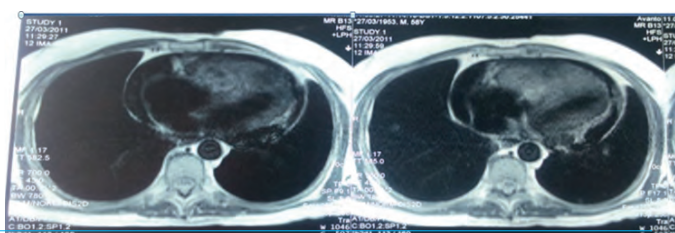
IRM cardiaque: Masse hétérogène occupant la totalité du ventricule droit et un épanchement péricardique de moyenne abondance.
